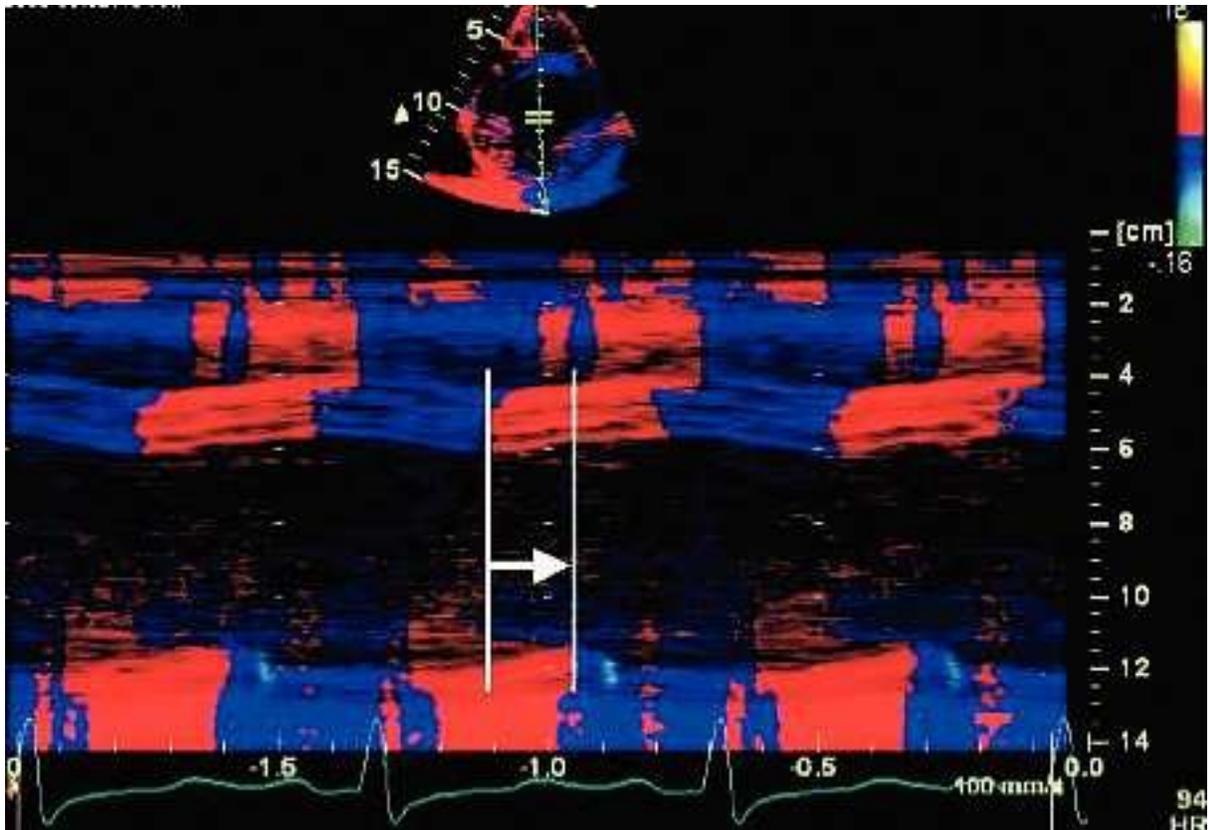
La figura, obtenida con modo M y Doppler tisular, muestra un retraso entre el tabique interventricular y la pared posterior del ventrículo izquierdo de 180 ms, representado por el cambio de color entre ambas paredes. (35)
